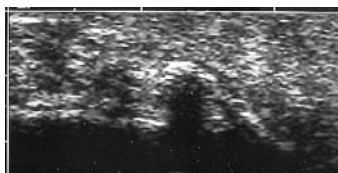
Chronische Gichtarthropathie: Sonographisch stark reflexogene Strukturen in den Weichteilen mit dorsalem Schallschatten (derbe Gichtknoten im Bereich der Ellenbogenweichteile)
